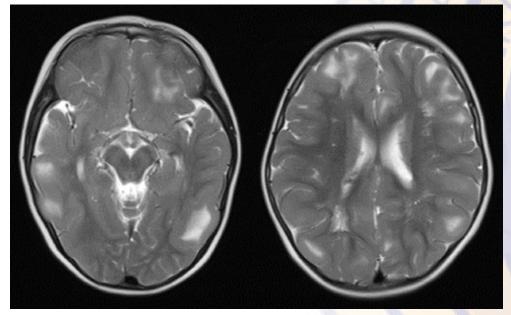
Resonancia magnética nuclear de encéfalo en cortes axiales en secuencias ponderadas T2 con lesiones hiperintensas en lóbulos frontales, parietales, temporales y occipitales compatibles con túberes corticales.
